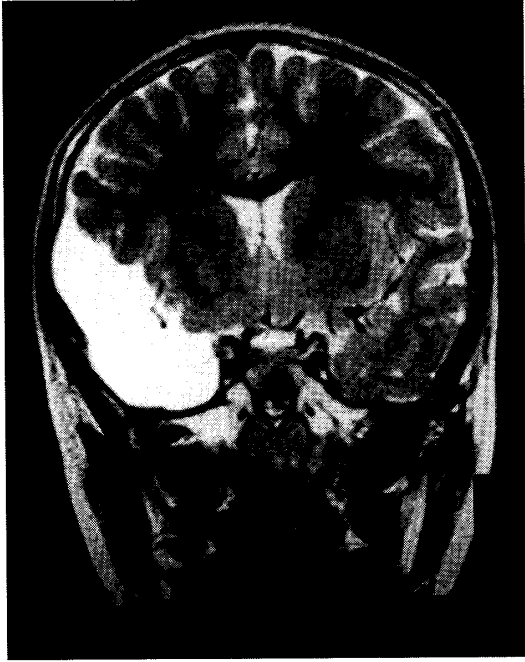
右側頭部にクモ膜嚢胞を認めた6歳男児（特発性全般てんかん）のMRI（T2強調冠状断）
